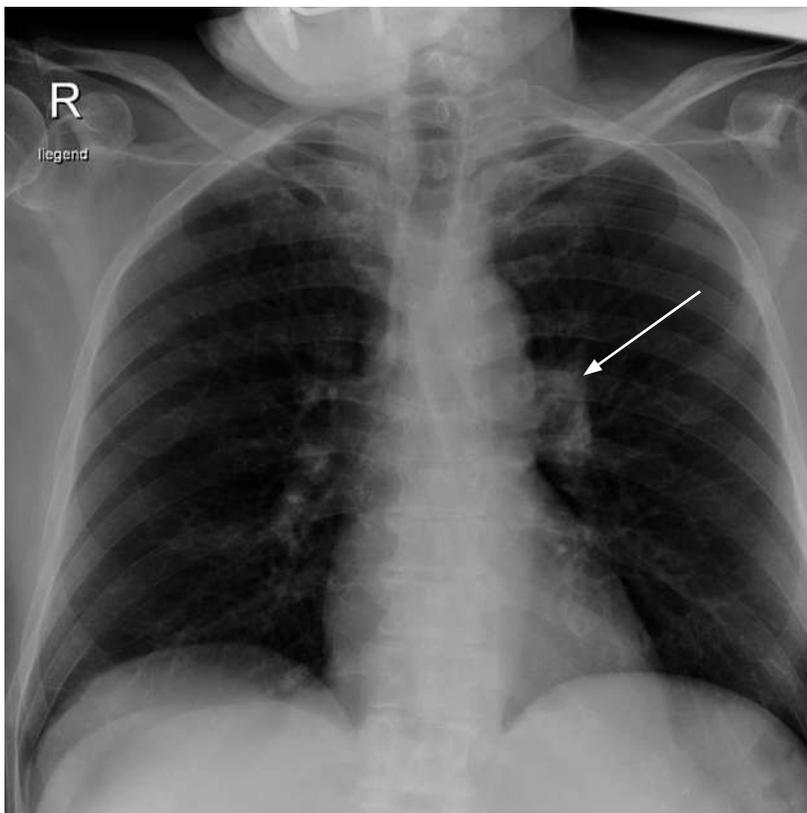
Konventionelles Röntgen-Thorax liegend am Eintrittstag mit polyzyklisch imponierendem linken Hilus (Pfeil).
